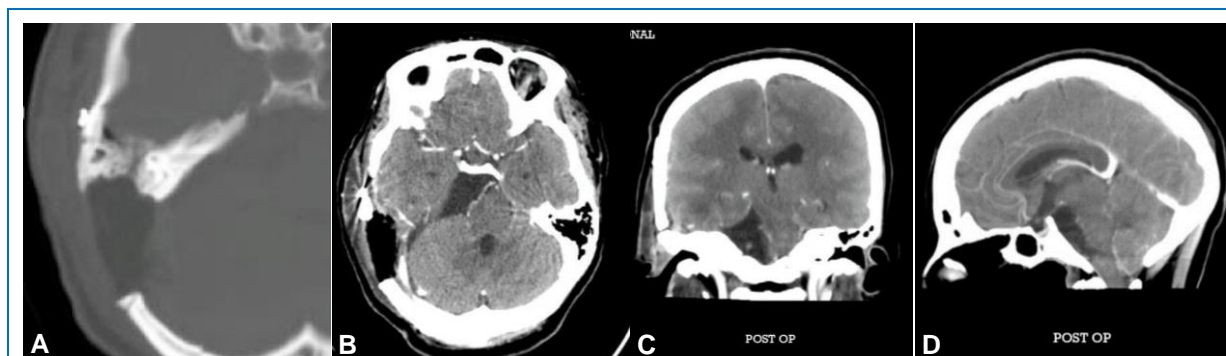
Tomografía cerebral postoperatoria que muestra (A) el área de la craneotomía transpetrosa presigmoidea; y la resección total de la lesión en los (B) cortes axial, (C) coronal y (D) sagital.
